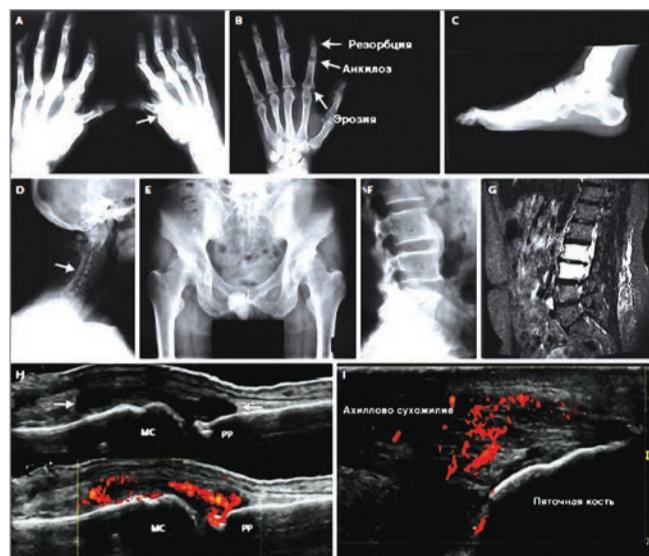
Рентгенологические признаки ПА
